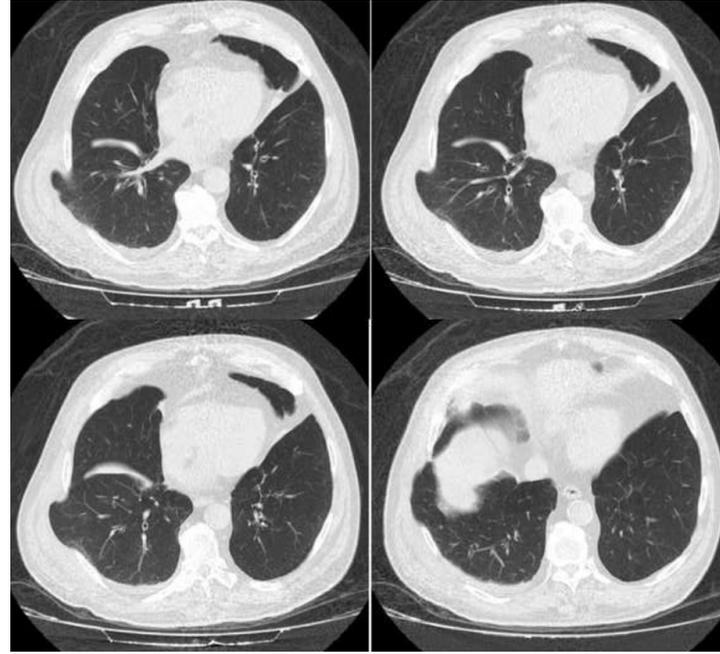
TAC torácico donde se evidencia la protrusión de tejido pulmonar a través del espacio intercostal.
